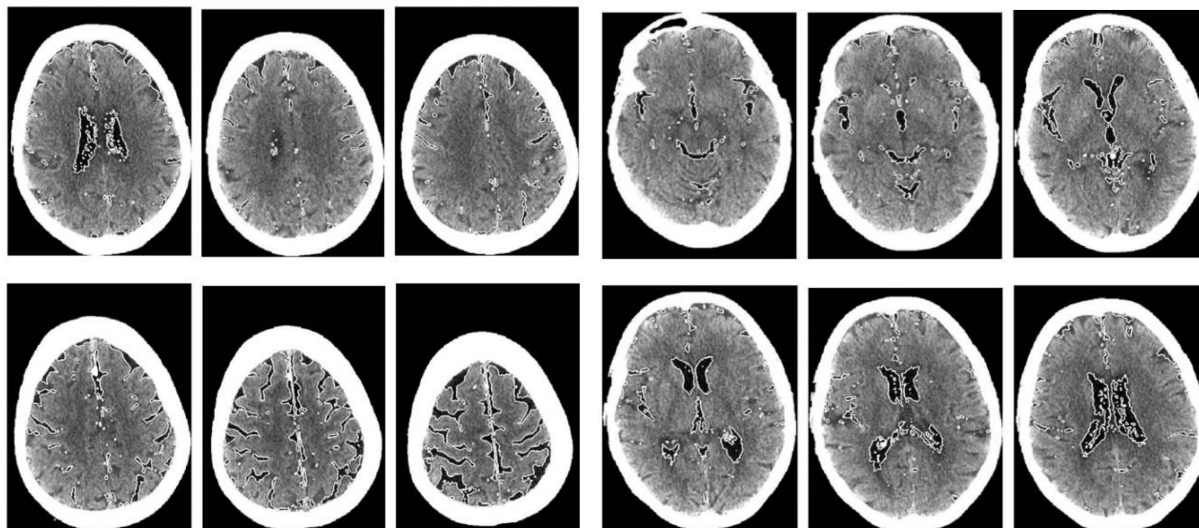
Résultats du modèle de segmentation sur des images CT. Les résultats sont illustrés par des courbes blanches solides.
